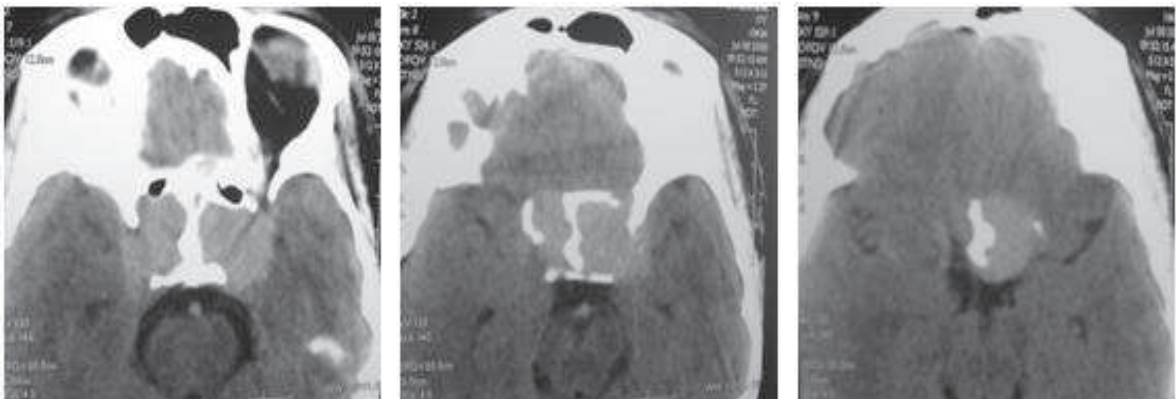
TDM cérébrale en coupe axiale montrant l'aspect d'un macro adénome hypophysaire renfermant une cloison osseuse médiane.
